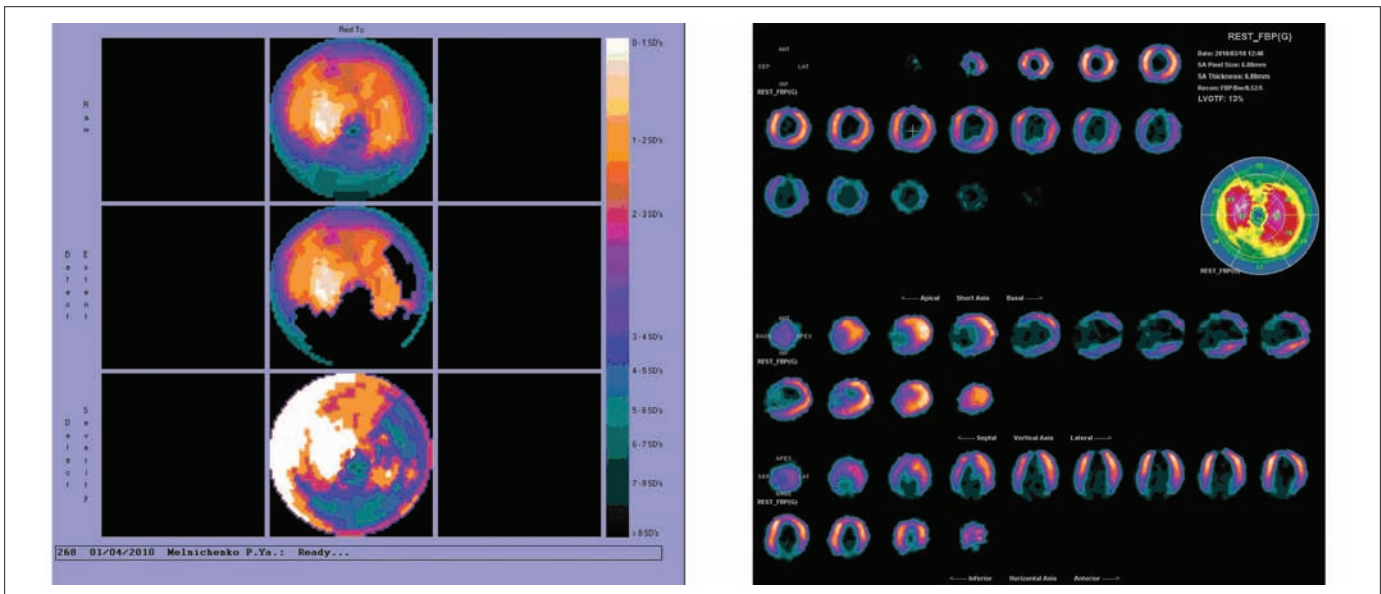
Сцинтиграфия миокарда пациента с ДКМП при поступлении в клинику
